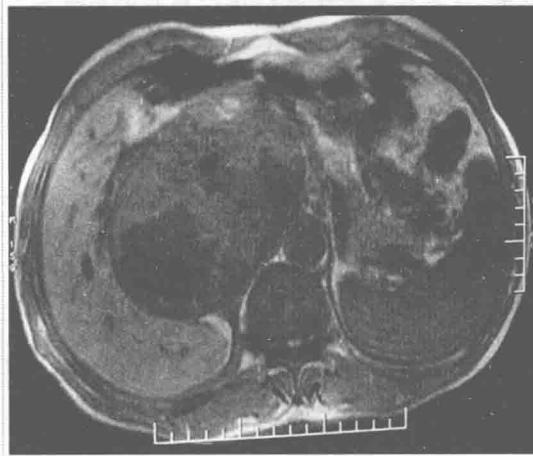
MRI (T₁WI) 显示右肾上腺区肿物,信号不均匀,以中等偏低信号为主,内有多发片状长T₁信号区
